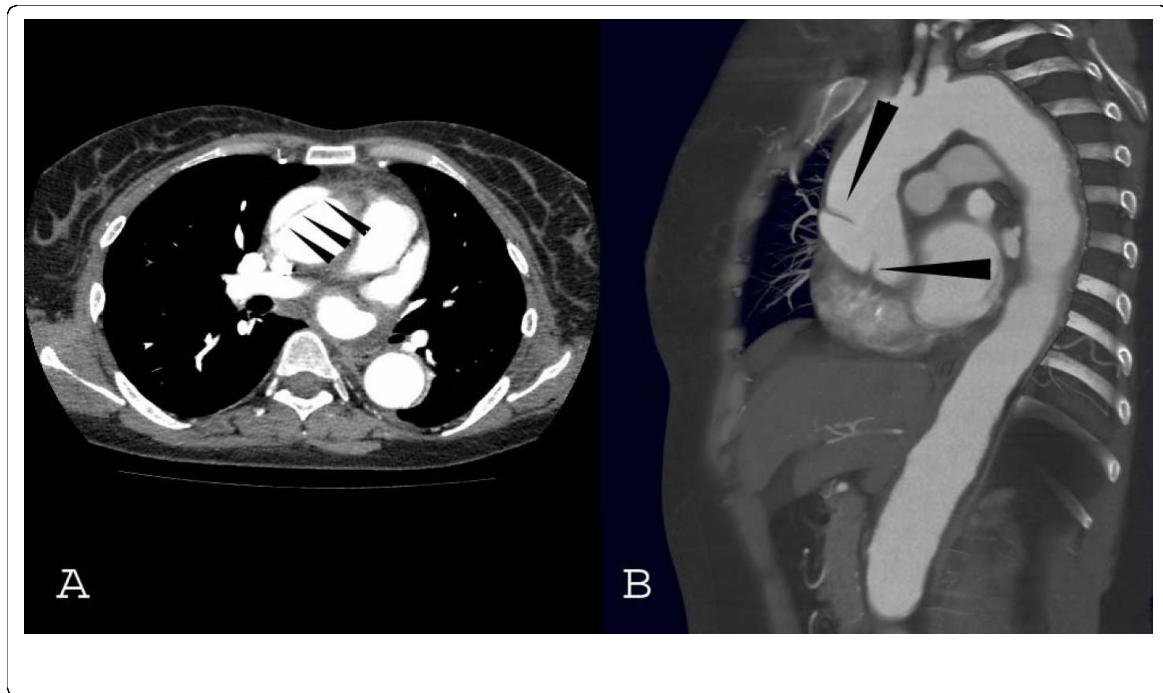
Vues CT transversale (A) et sagittale (B) de l'aorte. La dissection (flèches) est circonférentielle et commence distalement par rapport aux ostiums coronaires. Flèches : membrane de dissection.
